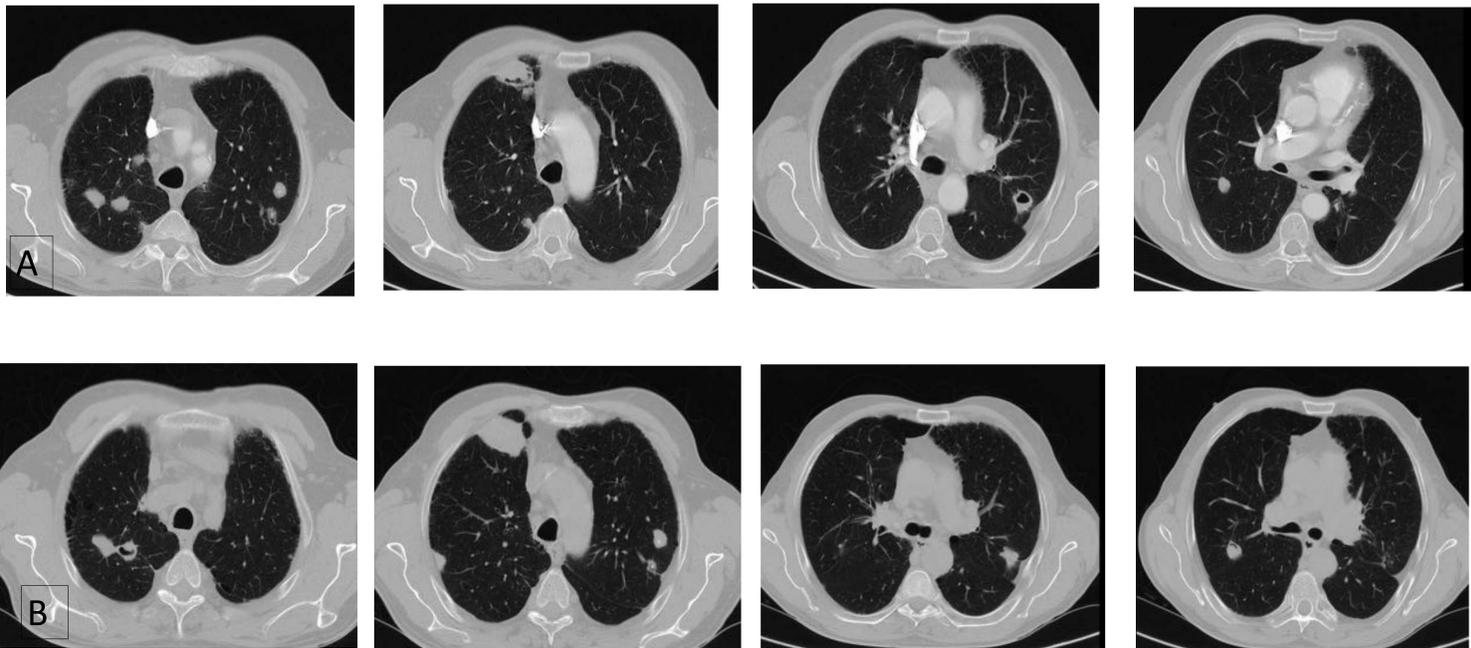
Varón de 63 años con AR de varios años de evolución. A. Fila superior: Nódulos pulmonares múltiples, algunos cavitados y otros calcificados. B. Fila inferior: TC 6 meses después, persisten los nódulos aunque algunos han modificado su aspecto.
